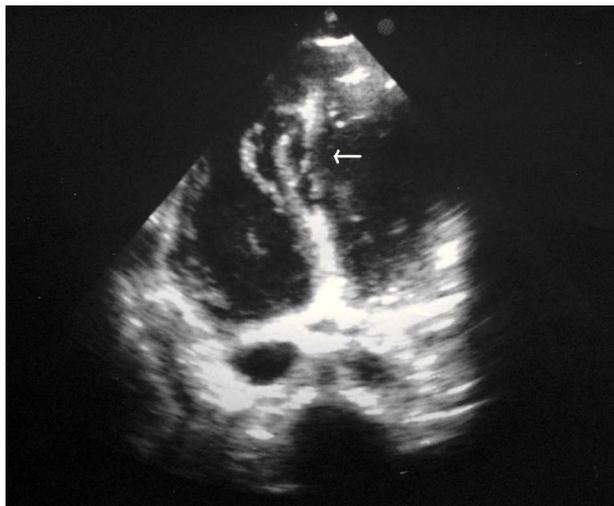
Imagen de ecografía transtorácica con (cuatro cámaras) en la que se observa una amplia comunicación interventricular anfractuosa localizada en el septo interventricular medioapical (flecha).
